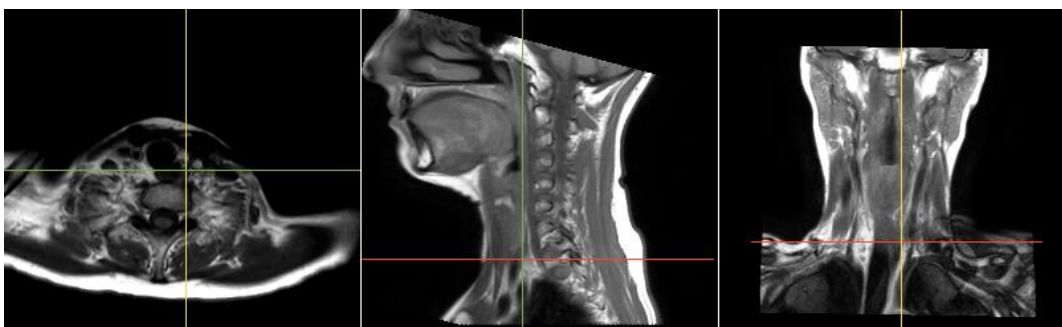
Localització de la patologia mitjançant imatges MRI
